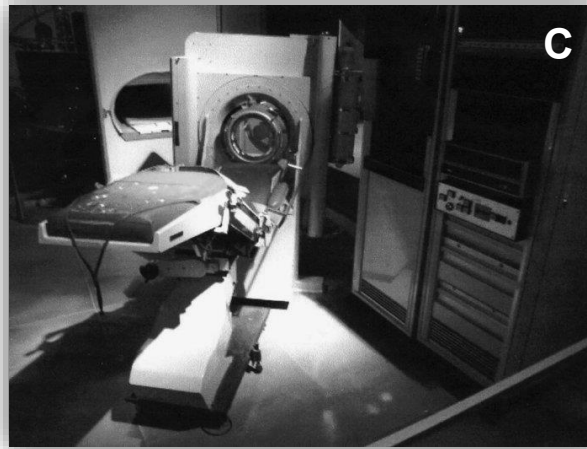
A) Allan Cormack, B) Godfrey Hounsfield C) Tomógrafo EMI CT 1000
